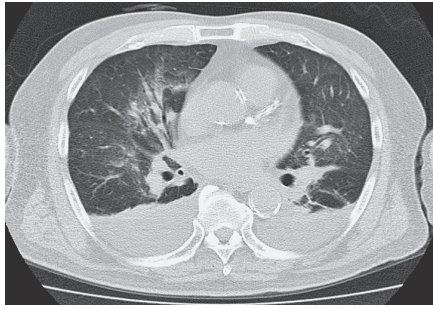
入院 3 日後の胸部 CT. 肺門部にすりガラス影と胸水貯留を認める。
